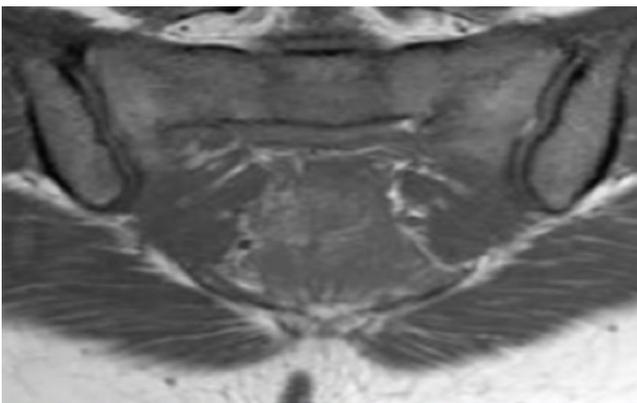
Cortes axiales de RMN de columna sacra.
